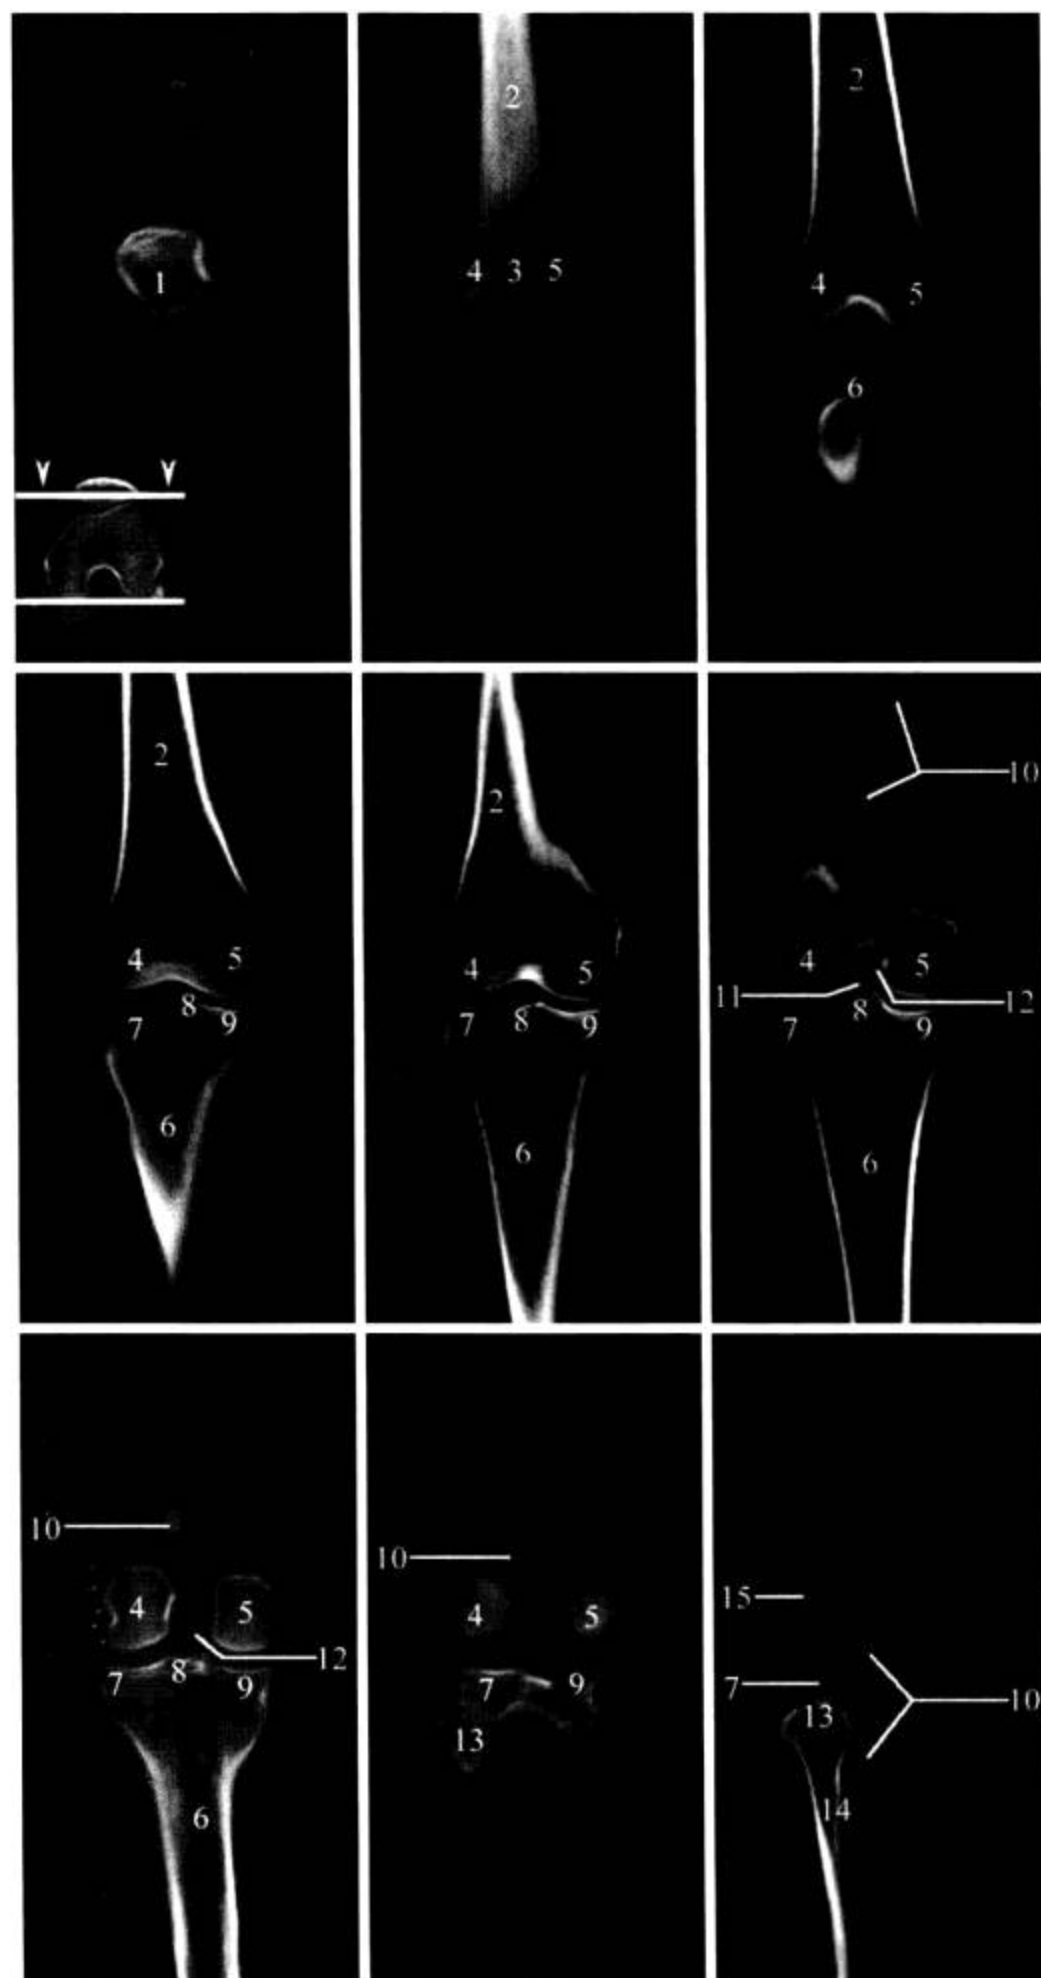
膝关节 CT 冠状面 MPR 重建
